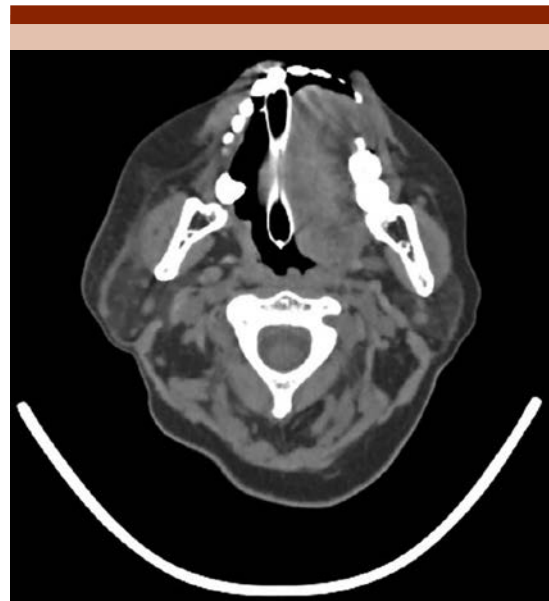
Tomografía simple en corte axial de la zona del maxilar superior. Se observa lesión tumoral dependiente del borde interno del maxilar superior izquierdo. El contenido es heterogéneo, a expensas de zonas de menor densidad. Los bordes son regulares y no deforman las estructuras óseas adyacentes.
